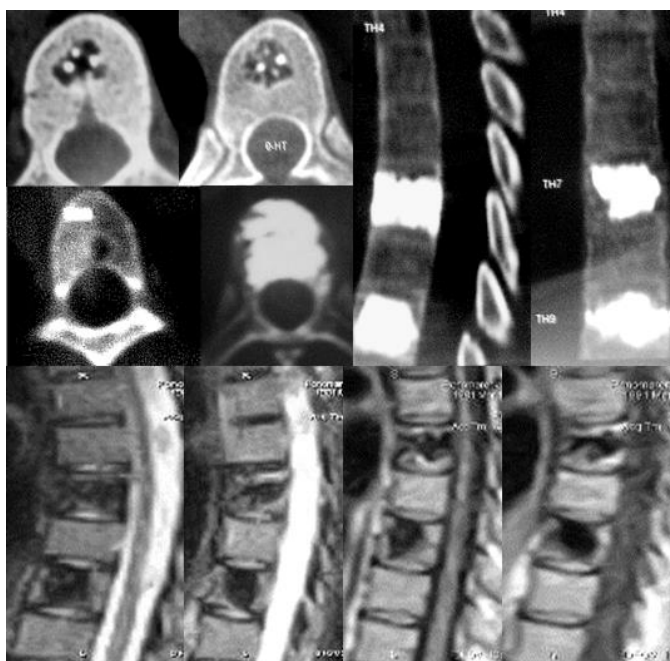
Кавернозні гемангіоми. КТ із реконструкцією зображення у сагітальній площині, МРТ T1-, T233 у сагітальній площині. Кавернозні гемангіоми тіл Th7 і Th9 – стан до і після вертебропластики.
